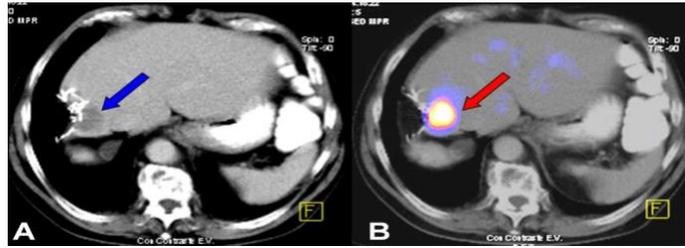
En la imagen de TC se observan modificaciones post quirúrgicas y clips metálicos, y en la PET se observa una captación de contraste y confirma la sospecha de un tumor. Extraída de <https://sacp.org.ar/revista/index.php/16-numeros-antiores/volumen-25-numero-3/100-capitulo-12-estadificacion-en-la-etapa-de-seguimiento>
